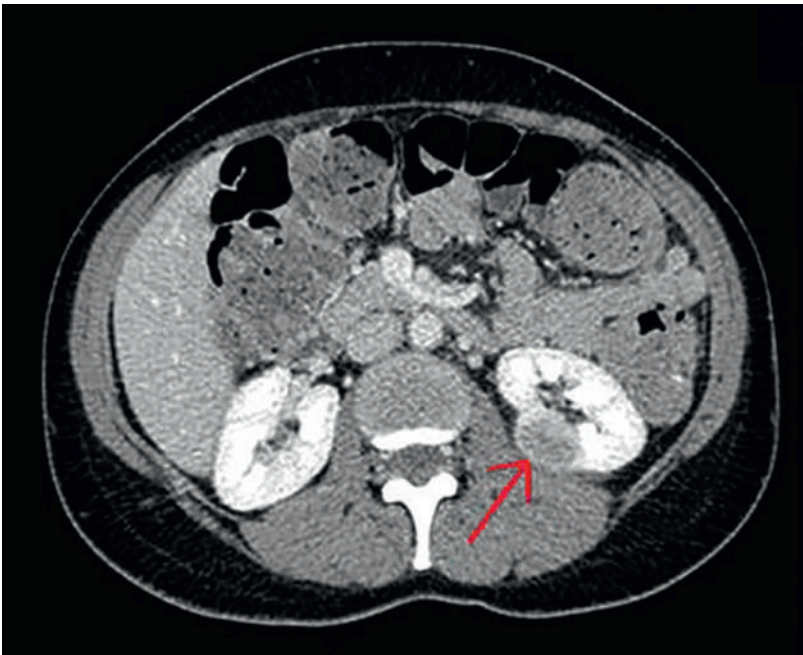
Thorako-abdominales CT: verdächtige Läsion der linken Niere medial von 25 x 18 mm.
